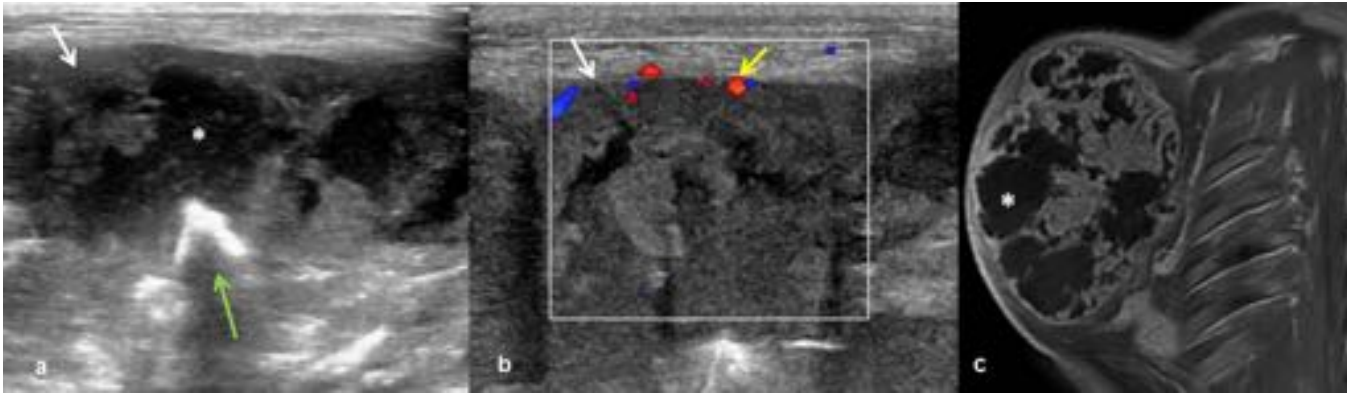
Ecografía modo B (a) y Doppler (b). Masa de partes blandas (flecha blanca) de bordes irregulares y mal definidos, hipoecogénica, heterogénea, con áreas quísticas por necrosis intratumoral (asterisco) y focos ecogénicos (flecha verde). Escasa vascularización periférica (flecha amarilla). Hallazgos sugerentes de lesión maligna excepto la escasa vascularización. Resultado AP de condrosarcoma. RM con contraste i.v. donde se confirman los hallazgos ecográficos (c)
